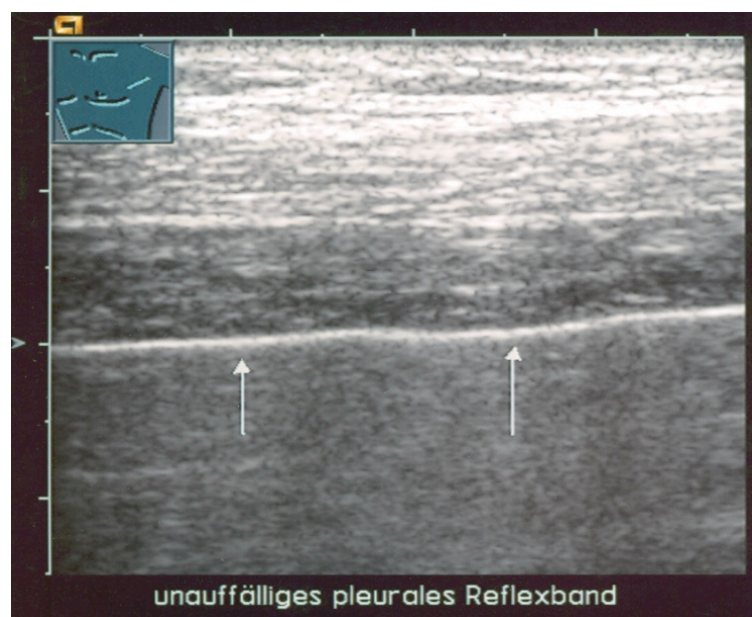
Sonographisches Bild eines Normalbefundes der Pleura bei belüfteter, intakter Lunge. Die Pfeile zeigen auf das intakte Pleurareflexband. (Quelle: Prof. Dr. med. Görg, Marburg)
